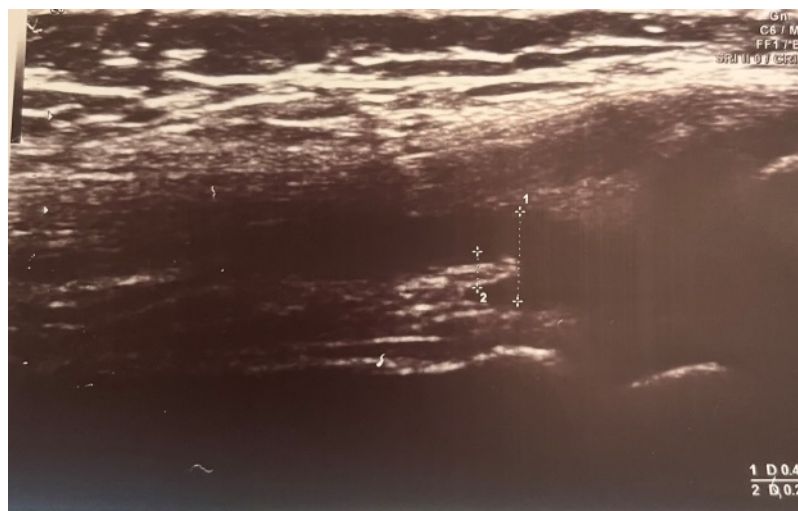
УЗИ правого коленного сустава пациентки с псориазом до назначения базисной терапии метотрексатом
